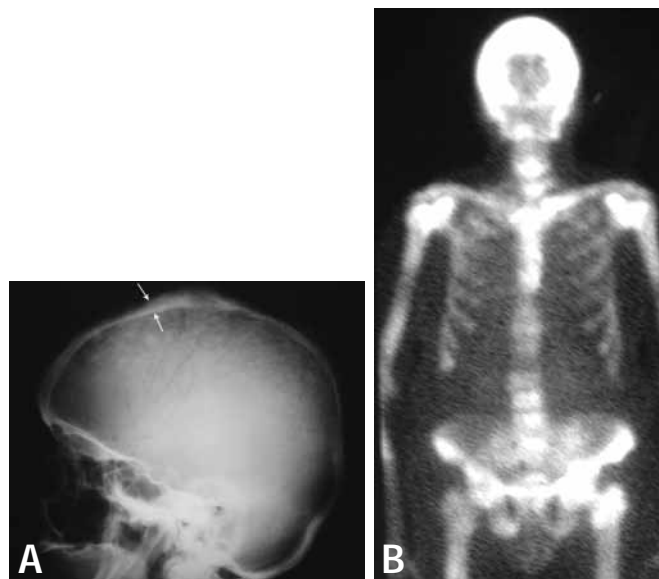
Doença de Paget na calota craniana. Radiografia de perfil (A) demonstrando espessamento da calota (seta) comprometendo tanto a tábua interna quanto a externa, associada a áreas com aspecto algodonoide. Cintilografia óssea (B) com extensa hiperconcentração do radiofármaco na calota craniana, coluna, úmeros, pelve e fêmur, sem captação na loja renal, caracterizando um superscan
